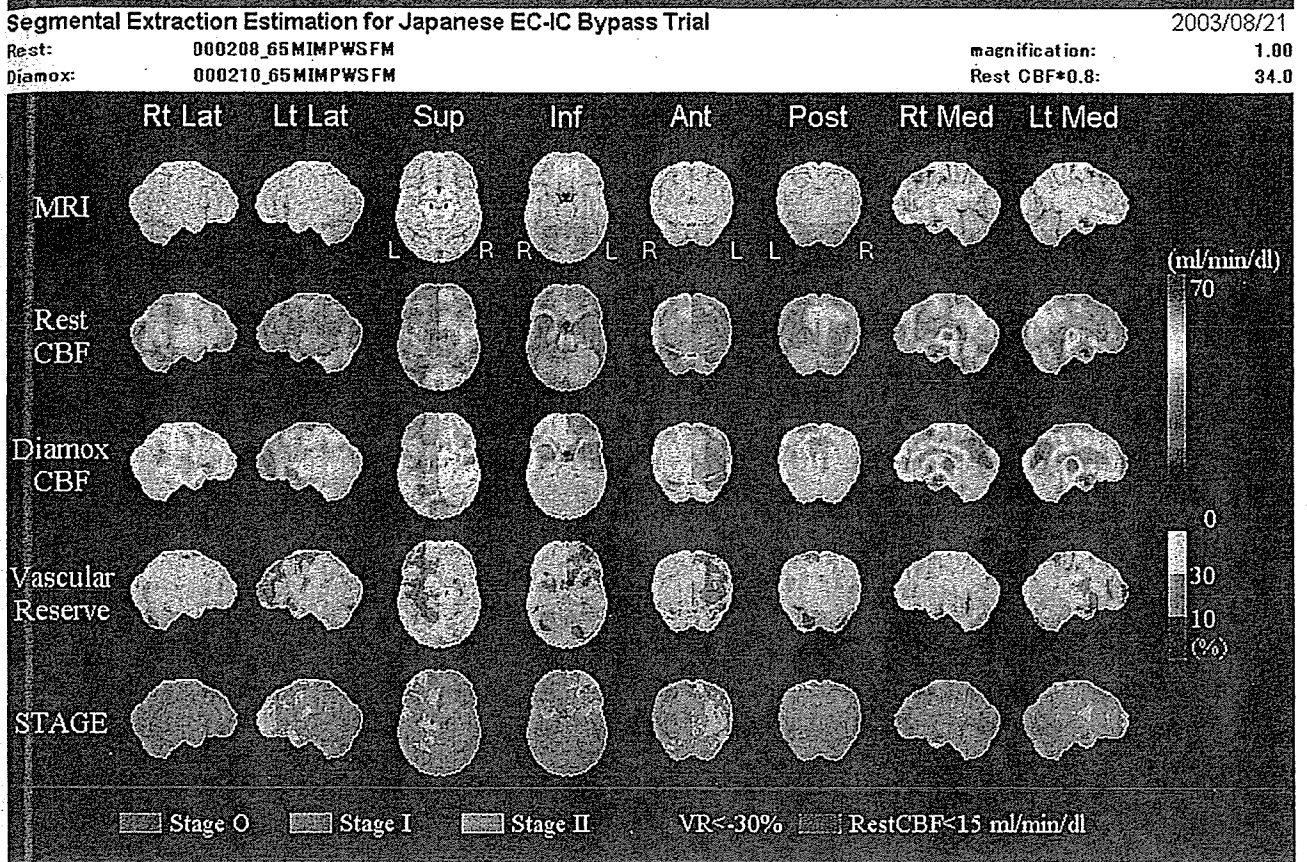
図 4-9 の症例での術後脳血流 SPECT の SEE 解析
